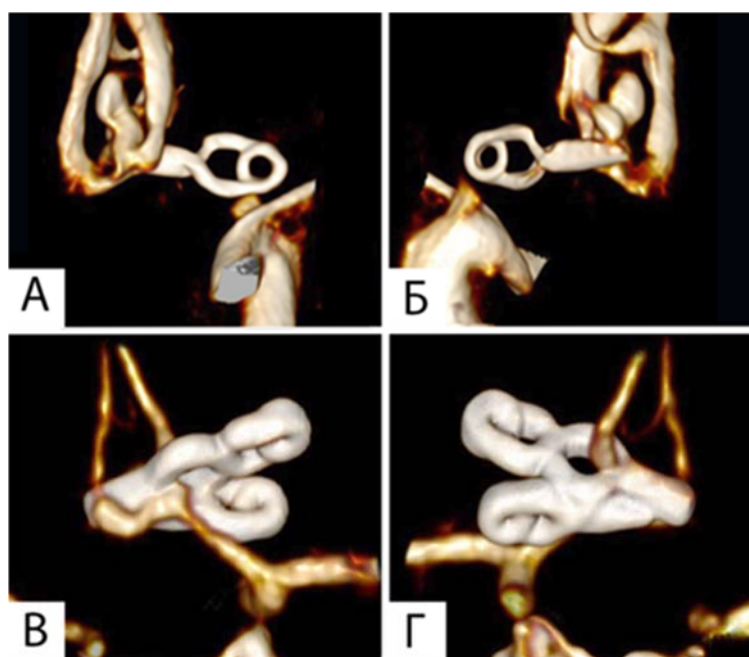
Предоперационная 3D-ЦСА (А, Б) с визуализацией резидуальной аневризмы ПСА и СКТ-АГ головы (В, Г) с верификацией полного выключения резидуальной аневризмы с помощью фенестрированной клипсы
